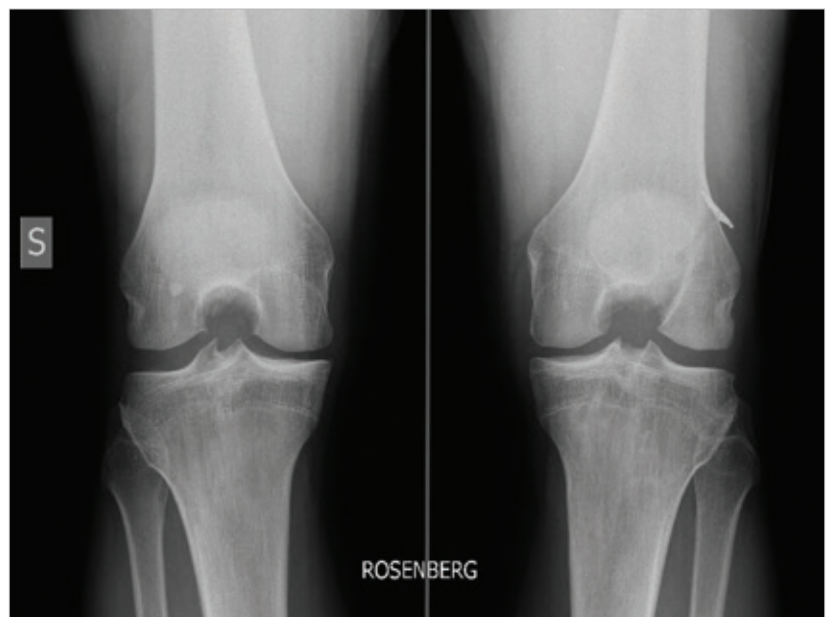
L'image radiographique obtenue avec l'incidence de Rosenberg.
